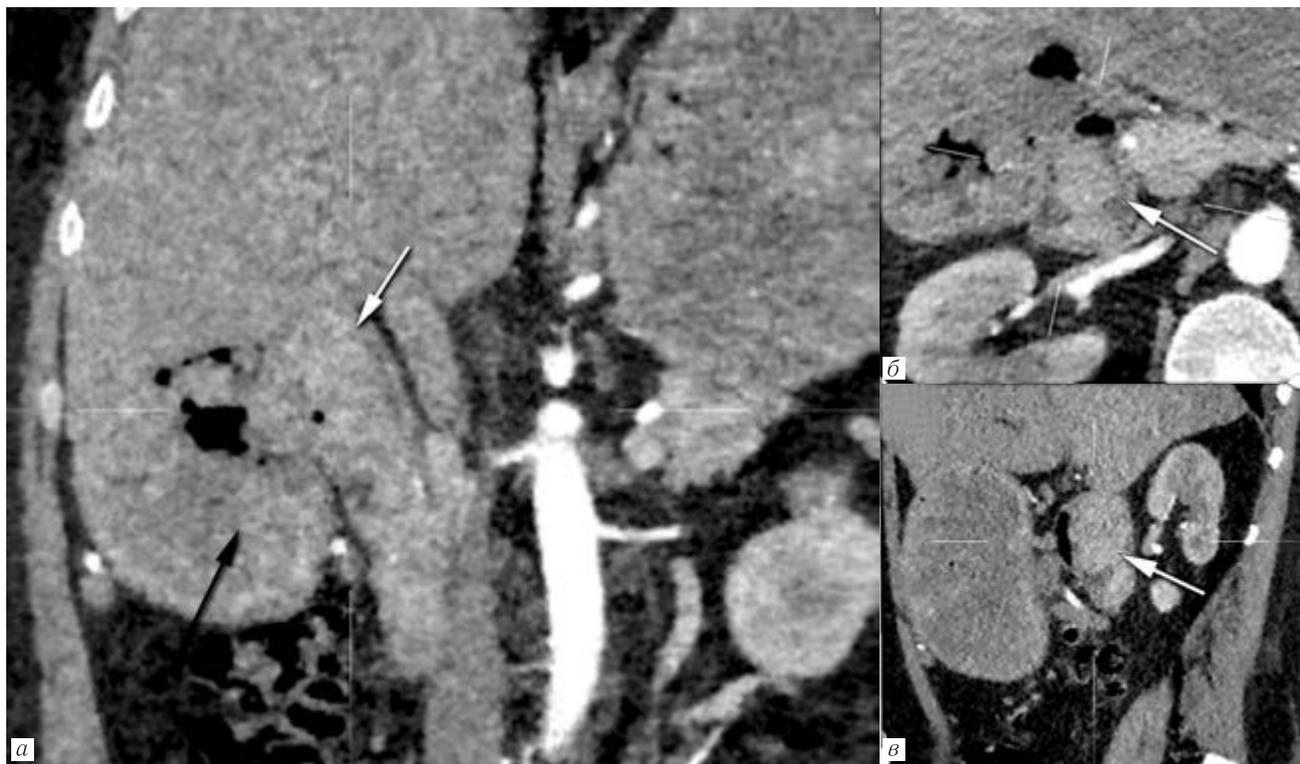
КТ-исследование абдоминальной области. Артериальная фаза контрастирования: *а* — корональный срез; *б* — аксиальный срез; *в* — сагиттальный срез. Полипоз двенадцатиперстной кишки (белые стрелки). Смещенный антральный отдел желудка — черная стрелка
